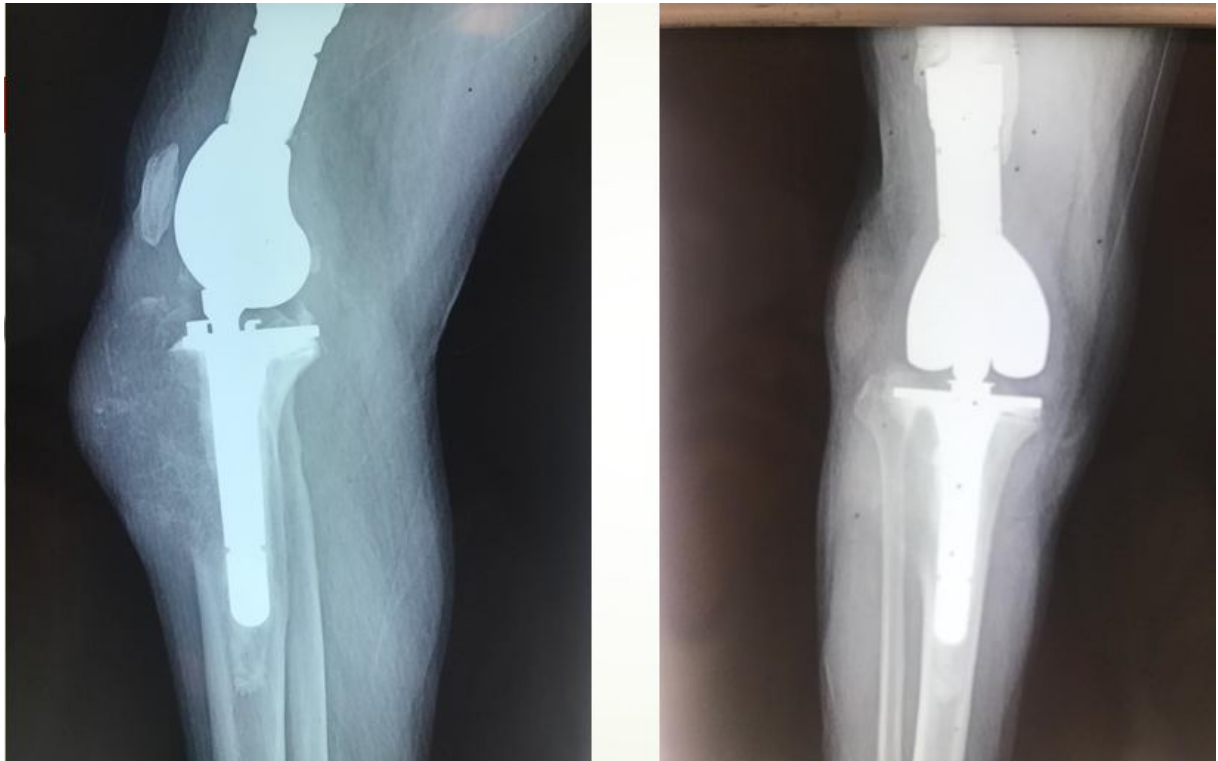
Radiographie standard de face et profil du genou droit objectivant une image lytique du plateau tibial
